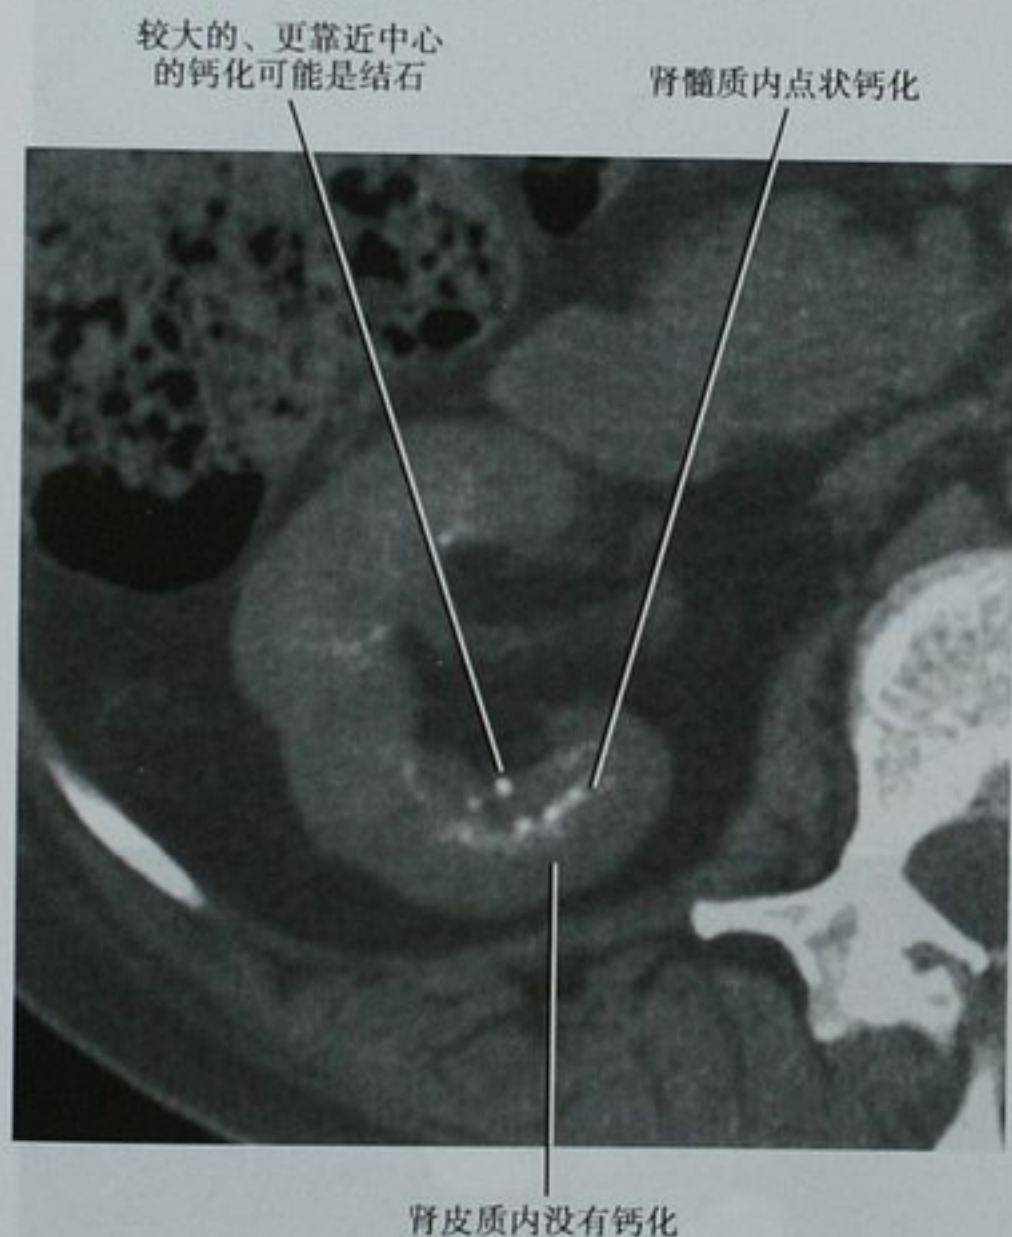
髓质海绵肾病例右肾平扫 CT 横断位图像显示典型的髓质钙质沉着表现
